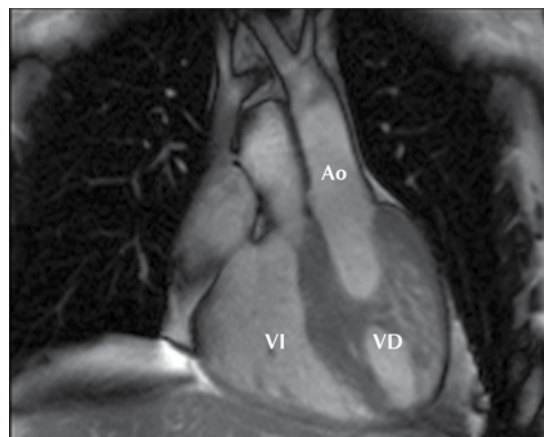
Resonancia magnética, corte coronal a la izquierda: ventrículo derecho con su banda moderadora, que se conecta con la aorta.
